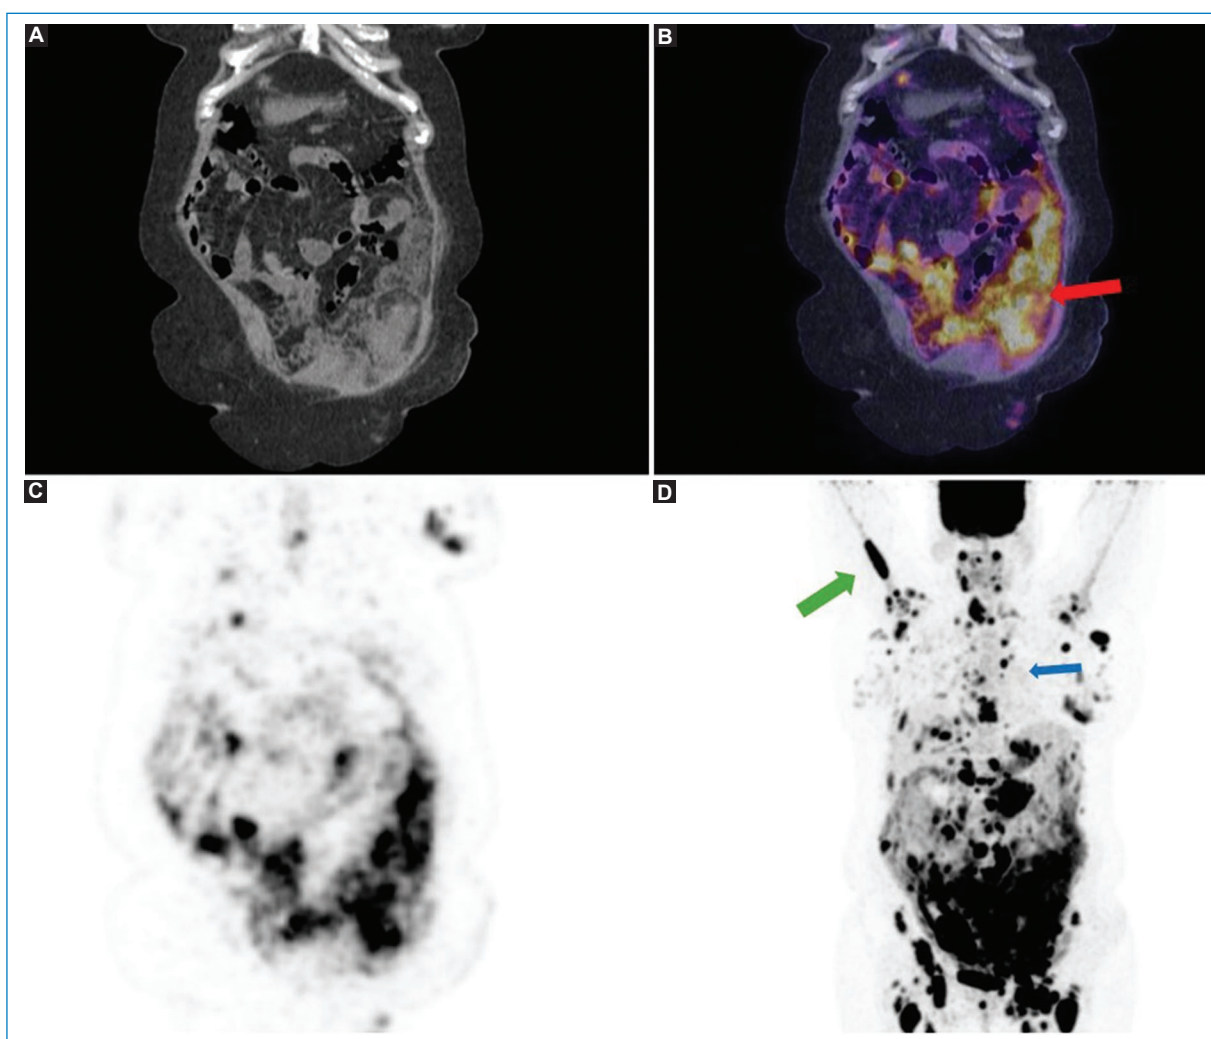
Mujer de 49 años con diagnóstico de linfoma no Hodgkin agresivo (misma paciente de la figura 4), con progresión de su enfermedad y de la LP, con actual compromiso difuso del peritoneo (flecha roja), adenomegalias múltiples hipermetabólicas en diferentes niveles ganglionares (flecha azul) y compromiso óseo (flecha verde); hallazgos evidentes en los cortes coronales de TC (A), fusión PET-TC (B) y MIP (C y D).
